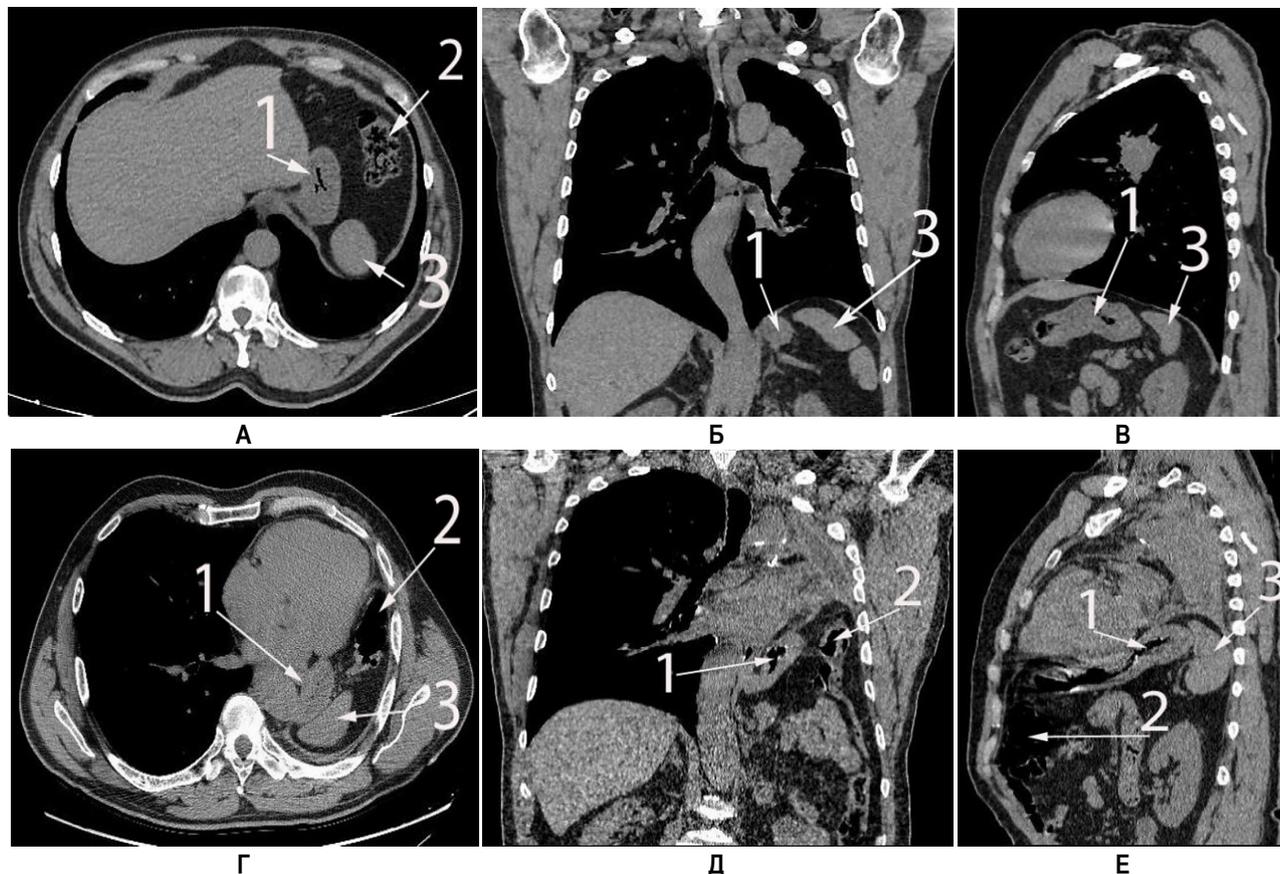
Поперечные, фронтальные, сагитальные срезы КТ-грамм. А, Б, В – до операции. Г, Д, Е – через 12 месяцев после пневмонэктомии слева. 1 – желудок, 2 – левый угол ободочной кишки, 3 – селезенка.
